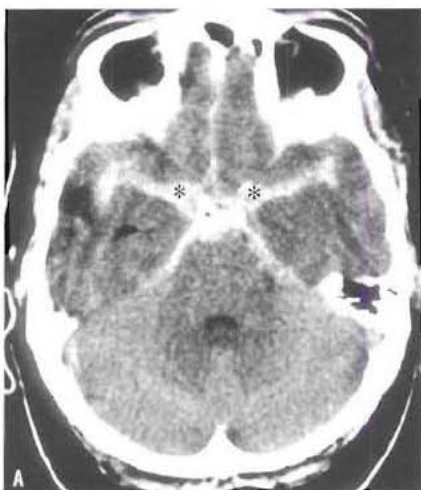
Hémorragie méningée. (A), (B), (C) La TDM montre l'aspect anormalement hyperdense du liquide cérébro-spinal situé dans les sillons et dans les citernes (astérisque), témoignant de la présence d'une hémorragie sous-arachnoïdienne. L'ovale montre le chiasma optique vu en négatif à l'intérieur de la citerne suprasellaire dense.
